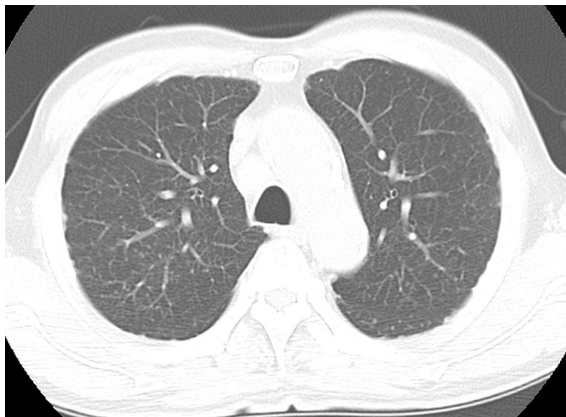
図 13 症例の CT 画像 (弓部) CT 上は多数の結節を認め、1/1 と評価された。
